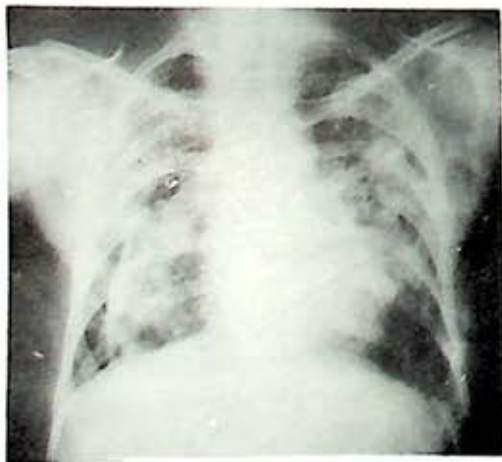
Coccidioidomicosis. G. C. caso No. 1 - Telerradiografía de tórax P. A. que muestra imágenes de opacidades irregulares bilaterales de predominio franco fibroso. Adherencias pleuropericárdicas.
